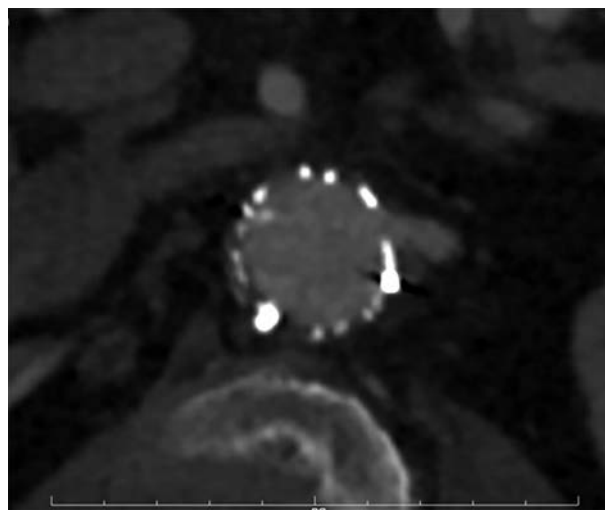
Контрольная МСКТ, вид спиралей в поперечном срезе
